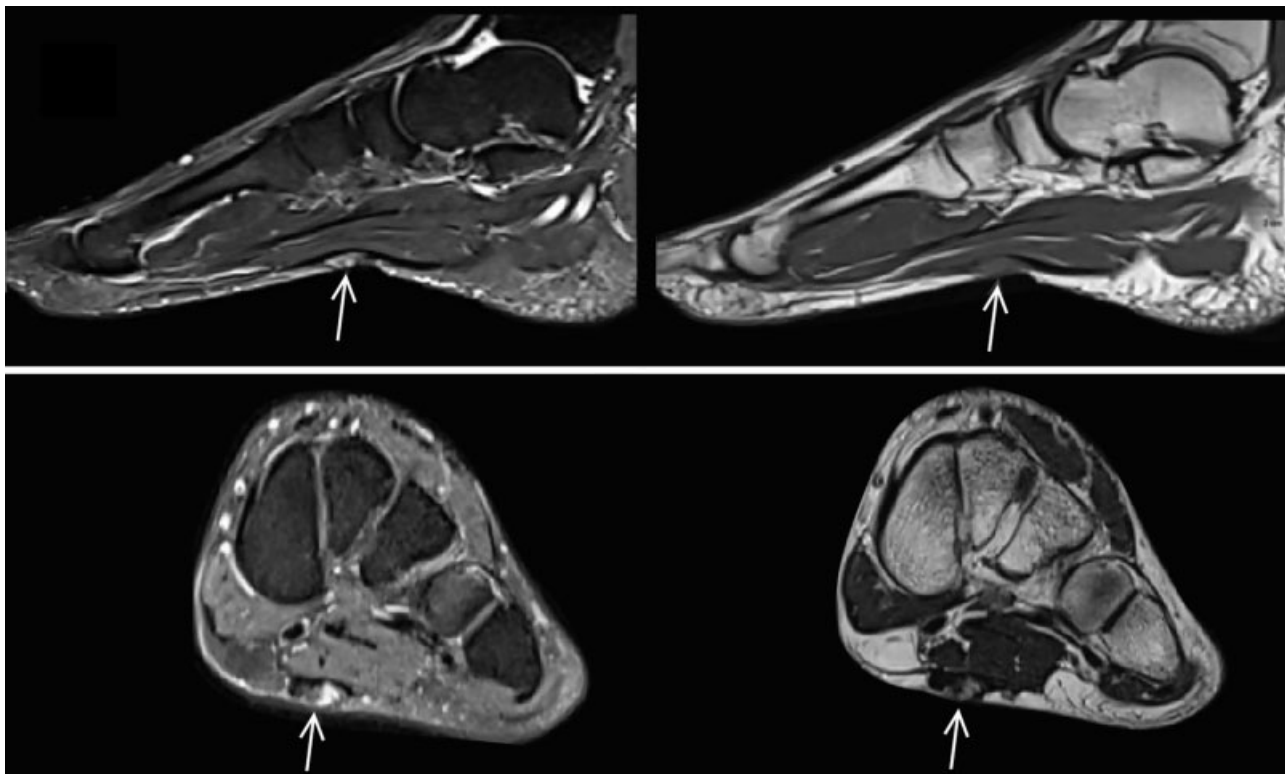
Resonancia magnética. (A) Secuencias sagitales STIR y T1. (B) Secuencias axiales DP FS Y T2. Se visualiza a nivel del margen medial de la fascia plantar, en su tercio medio-anterior, área de engrosamiento fusiforme predominantemente isointensa en ponderaciones T1 y T2, con áreas hiperintensas en secuencias con saturación grasa y STIR. La imagen descrita mide aproximadamente 17 mm de extensión longitudinal, 3 mm de espesor y 16 mm de diámetro transversal (flechas).
